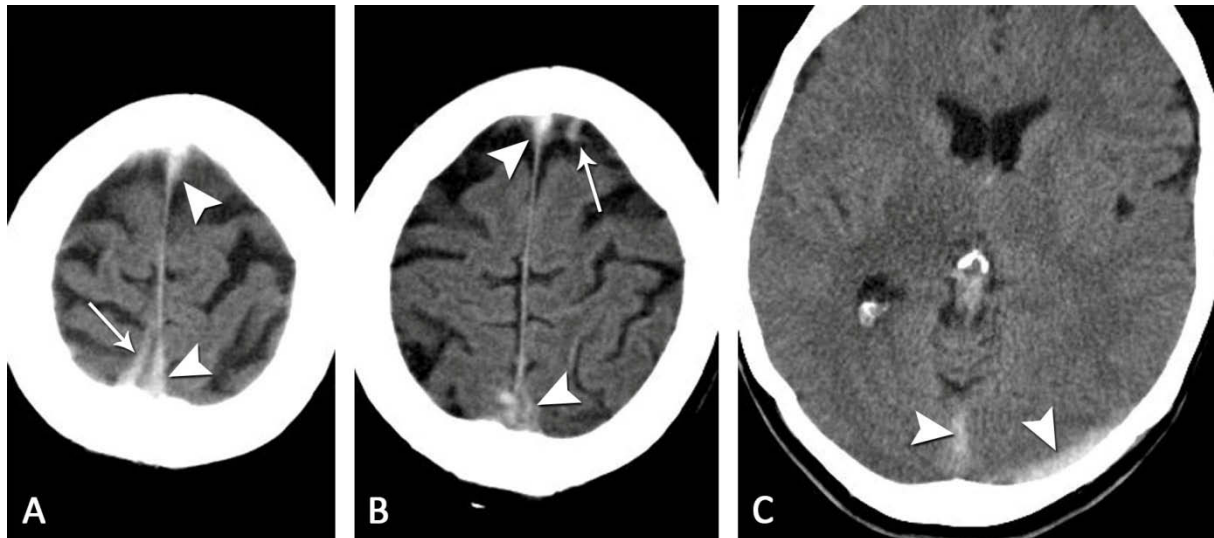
Patientin mit CCVT (Pat. 10), Nativ-CT. Betroffen sind neben den frontalen und parietalen kortikalen Venen auch mehrere innere Hirnvenen sowie SSS, SSI, SR und ST links. In Bild A parietal rechts und Bild B frontal links kann ein „dense vein sign“ beschrieben werden, insbesondere frontal fällt es allerdings diskret aus (Pfeile). Außerdem kommt ein „dense triangle sign“ im SSS (Pfeilspitzen in A und B) sowie ein „cord sign“ im SR und ST links (Pfeilspitzen in C) zur Darstellung. Die Diagnose wurde mittels MRT bestätigt.
